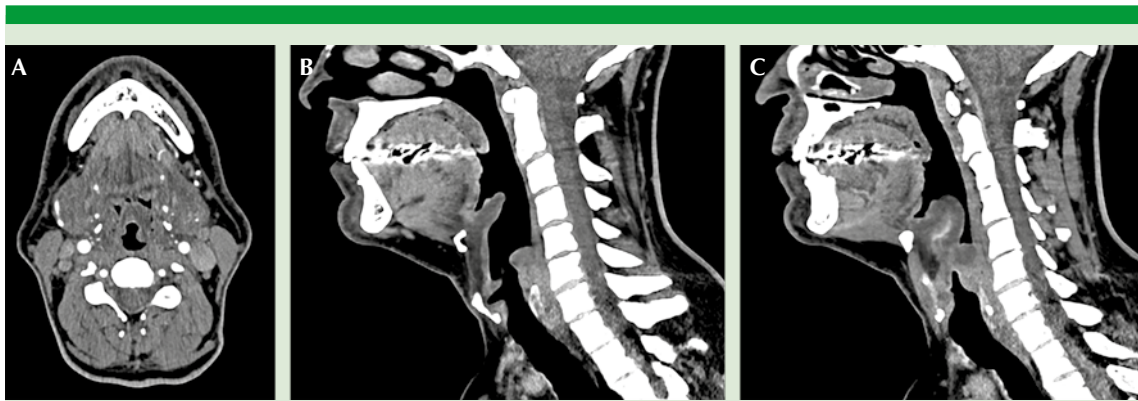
Tomografía contrastada de cuello. A. Corte axial que muestra la epiglotis con edema y vía aérea permeable. B. Corte sagital en el que se observa edema en la epiglotis con vía aérea permeable. C. Corte sagital, ligeramente lateral, que muestra edema marcado de la epiglotis. En ninguna de las imágenes se observan hipodensidades o datos sugerentes de colección.
